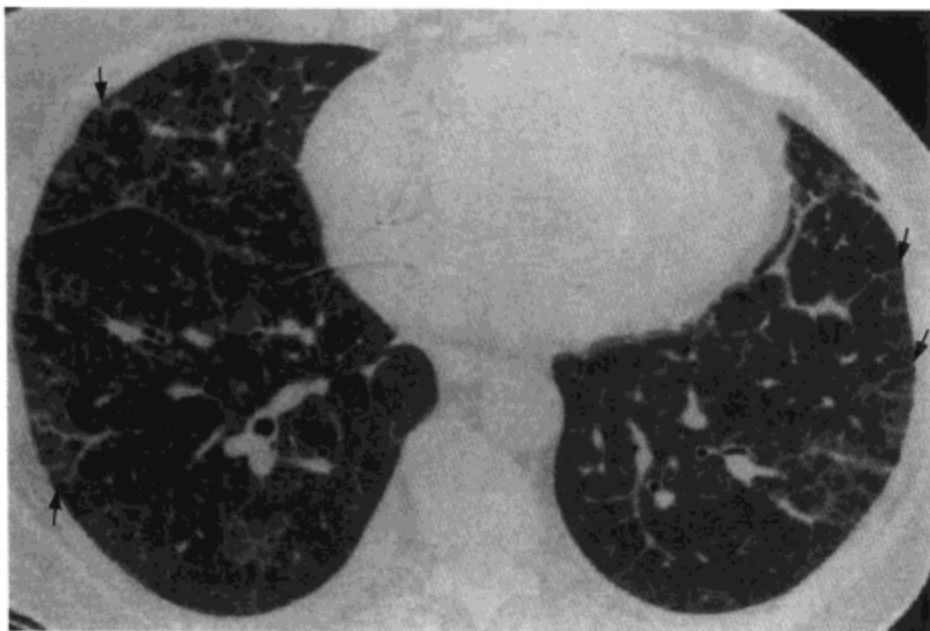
肺静脉闭塞性疾病。高分辨率 CT 影像示肺水肿引起的小叶间隔 (箭号) 平滑增厚 (箭号) 与双侧磨砂玻璃影。病人女, 50 岁。
